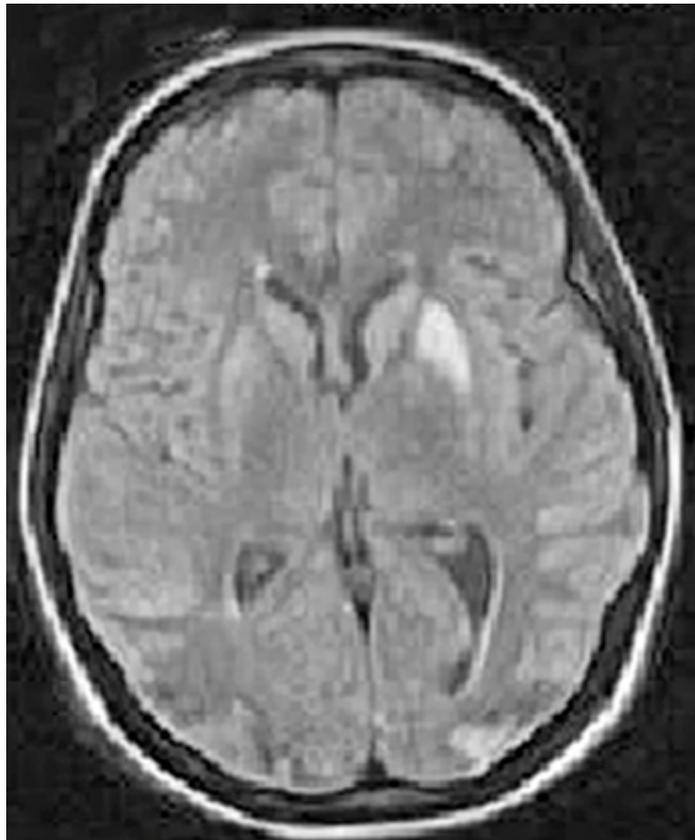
RMI de cráneo (FLAIR): Lesiones hiperintensas en proyección de putamen y corteza occipital izquierda.
